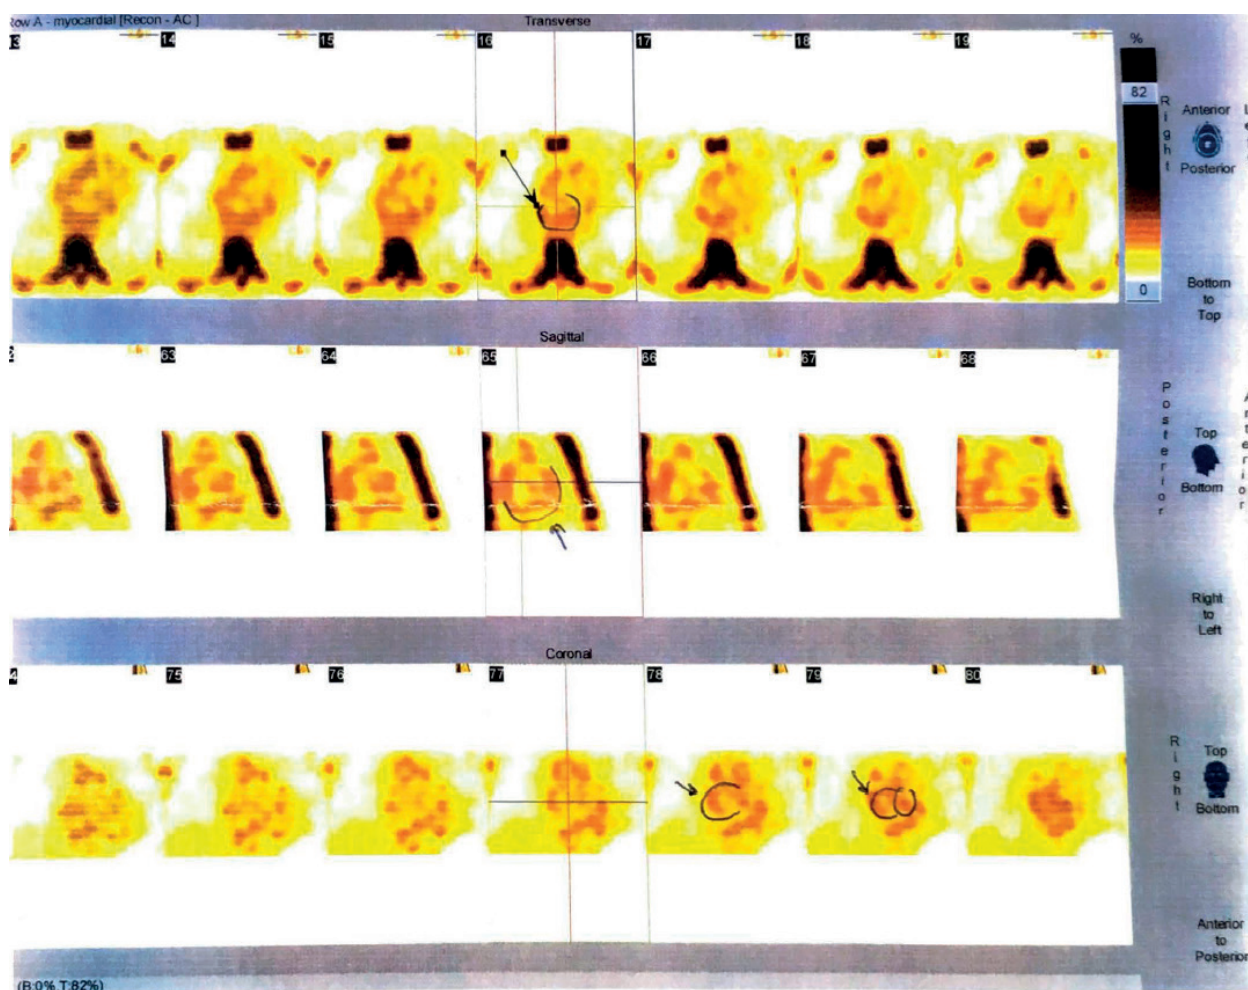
Сцинтиграфия миокарда от 13.08.2019
